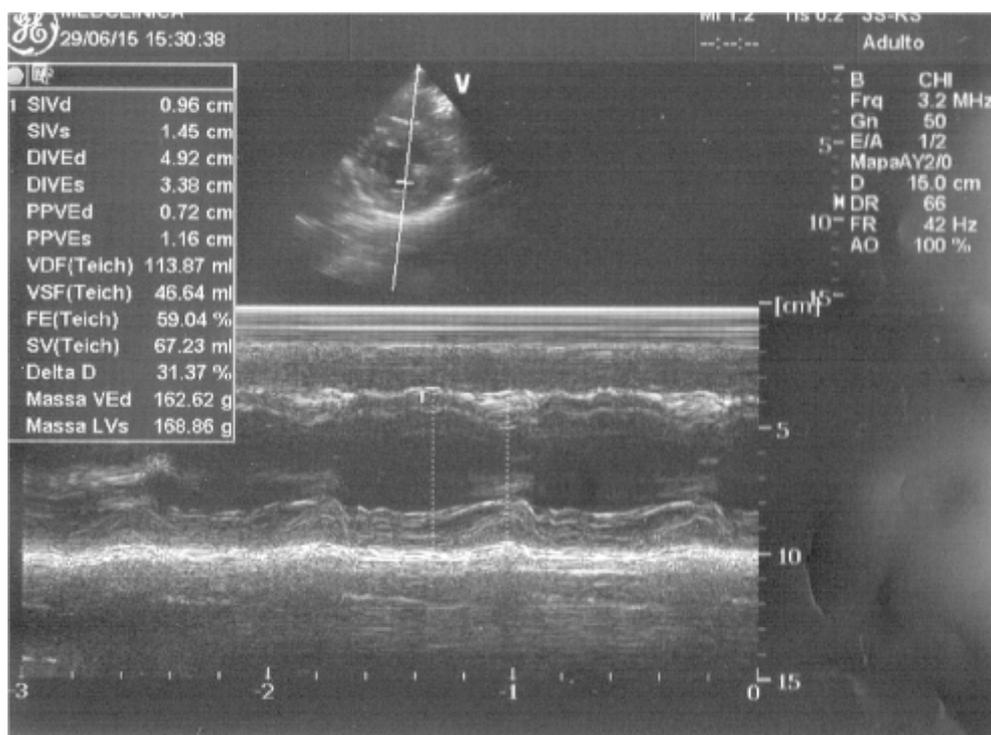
Ecocardiograma 29/06/2015
